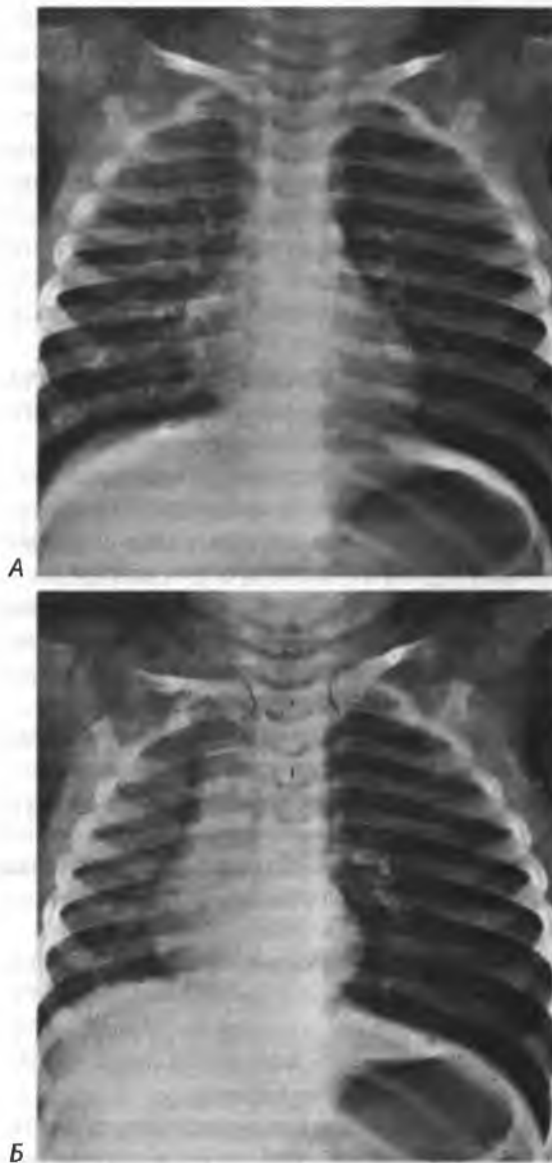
(А) Нормальная рентгенограмма грудной клетки на вдохе ребенка 2 лет с фрагментом арахиса в левом главном бронхе. (Б) Рентгенограмма грудной клетки того же ребенка на выдохе. Классические проявления obstructивной эмфиземы на пораженной стороне (слева). Незмененное правое легкое в состоянии выдоха. Средостение смещено в здоровую сторону
